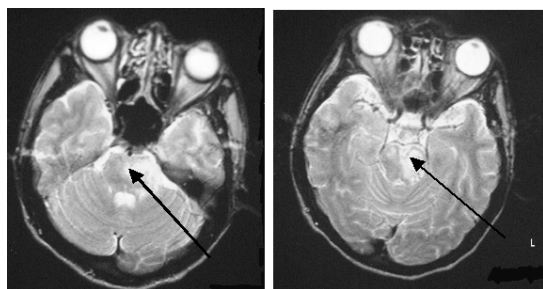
MRI finding: Case 1. Male, 38 y.o.
